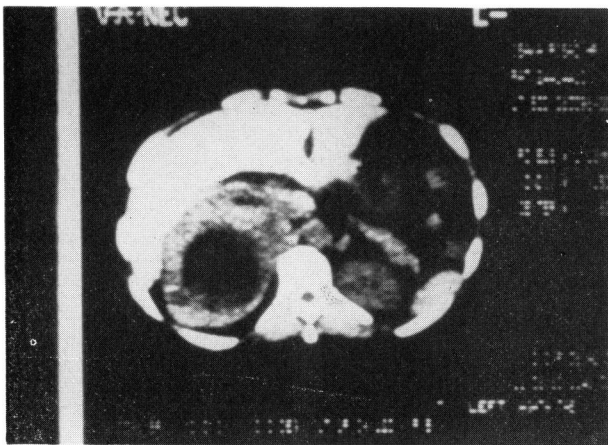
症例1のCT像. 右副腎部に内部に嚢胞を有する大きな充実性腫瘍を認める
